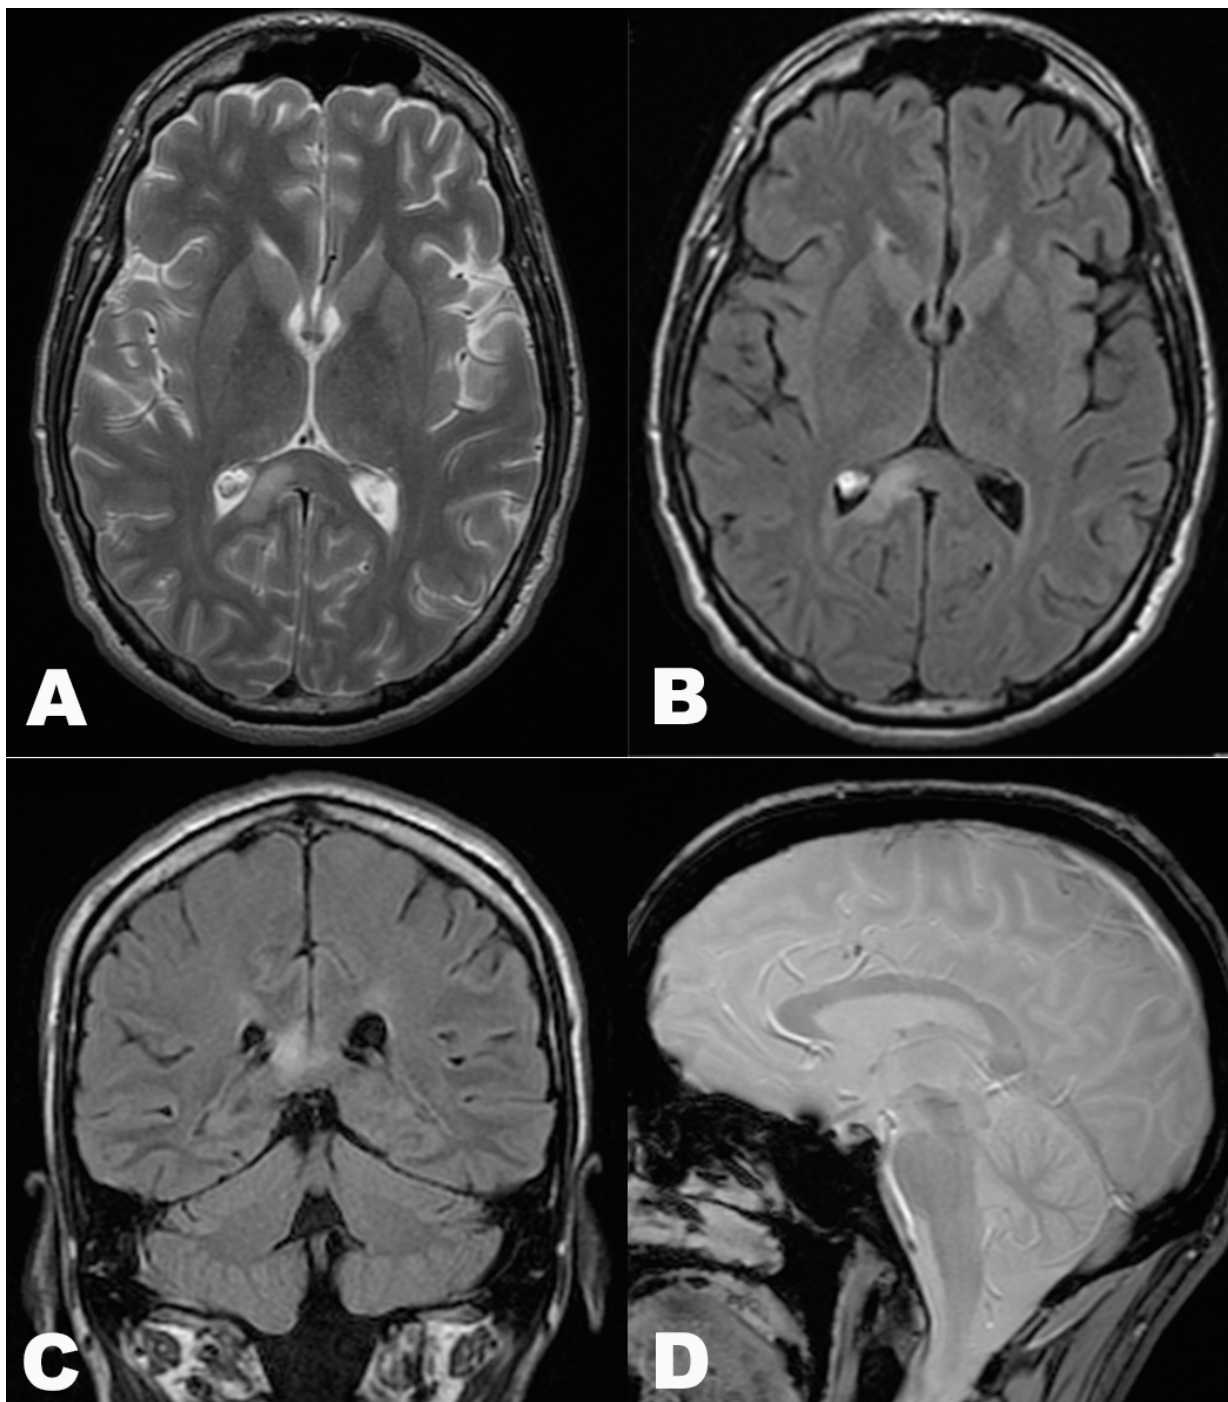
Lesión axonal difusa en el esplenio del cuerpo calloso. Todas las imágenes corresponden al mismo paciente, A: axial T2 con lesión hiperintensa no hemorrágica en el esplenio del CC. B: axial FLAIR y C: coronal FLAIR con lesión hiperintensa en el esplenio. D: sagital eco de gradiente donde se confirma el carácter no hemorrágico de la lesión.
